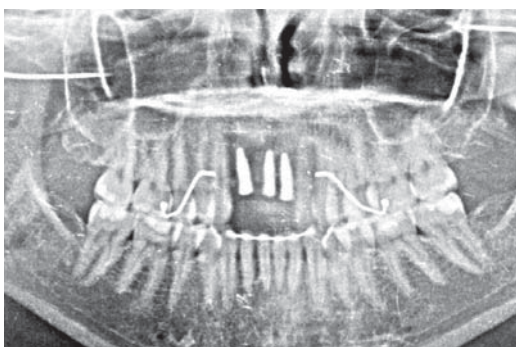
Ausgangssituation im Röntgenbild.
